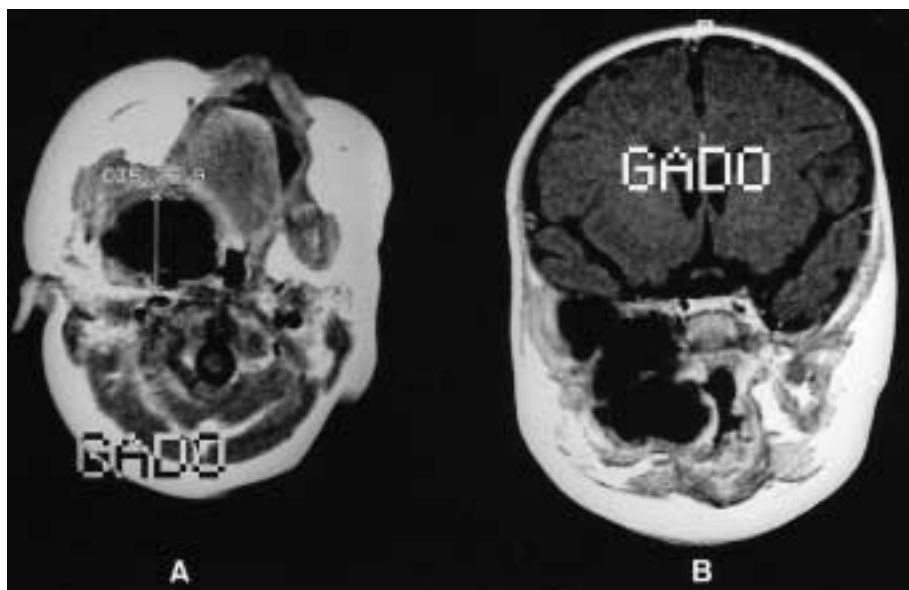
Cas n° 2 — IRM en séquence T1 avec injection de gadolinium montrant la poursuite évolutive après la première exérèse.
